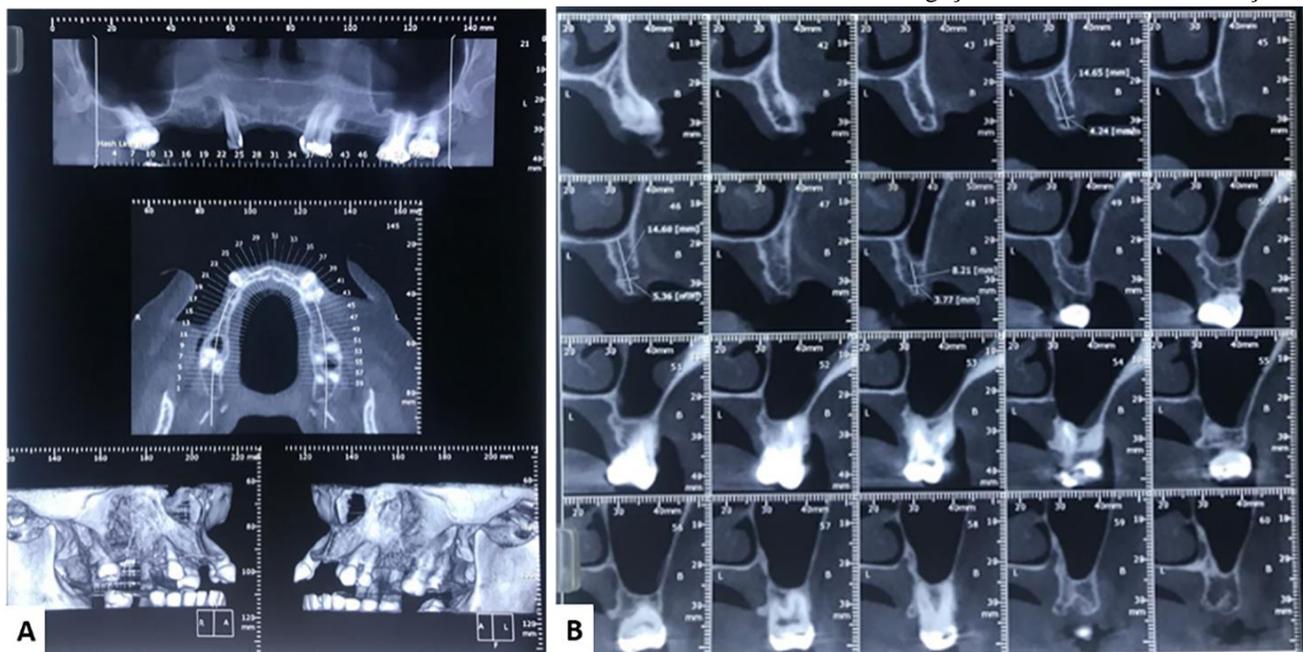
(A) Tomografia computadorizada cone beam. Radiografia panorâmica, corte axial e reconstrução 3D. (B) Cortes sagitais da região dos dentes 25 e 26.
